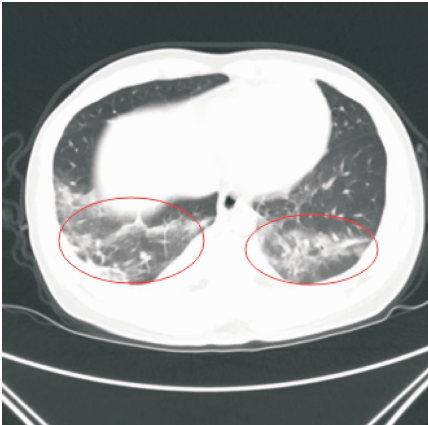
患者入院胸部CT纵隔窗(红圈示双肺炎灶)图 图2 患者入院胸部CT肺窗(红色箭头示双侧少量胸水)图 图3 患者入院腹部CT(红圈示增大的脾脏)图
